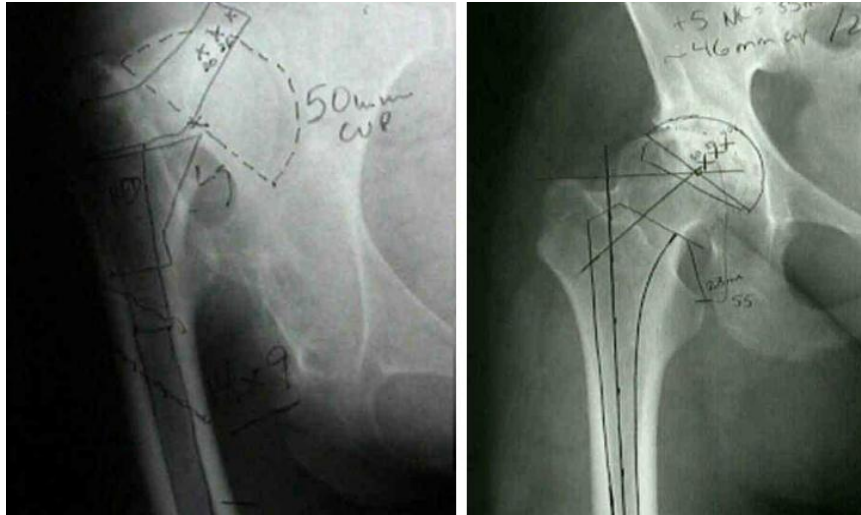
Etude préopératoire radiographique. Sélection du type de prothèse et planification de son positionnement.
